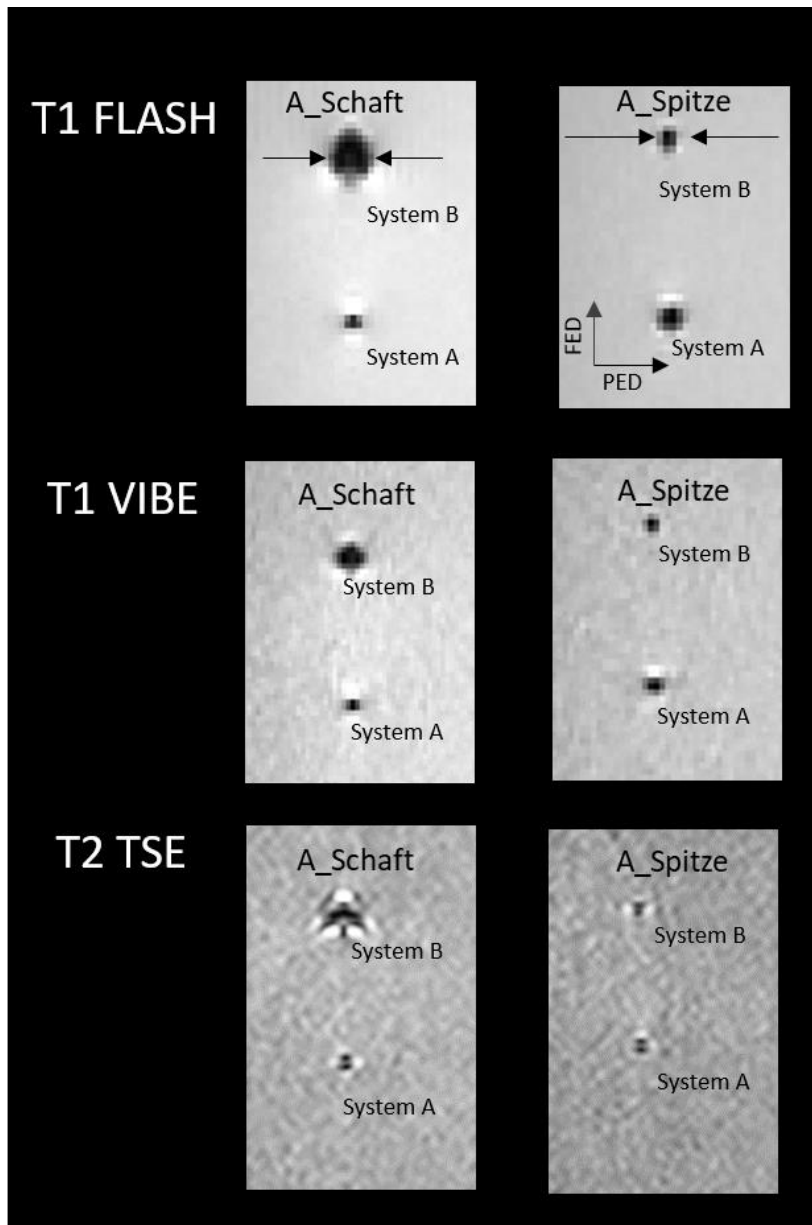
MRT-Artefakte beider Sondensysteme mit Messpunkten am Schaft- und Spitzendurchmesser in axialer Schichtführung bei einer 90° Ausrichtung zum B_0 Feld
